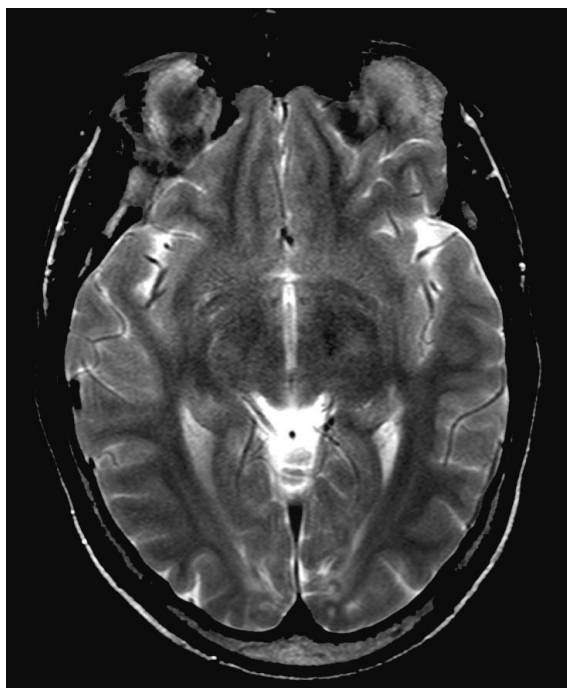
МРТ головы больного Ч. (21 год). Т2 ВИ аксиальная плоскость. Перивентрикулярно задним рогам боковых желудочков (затылочная доля) определяются симметричные зоны глиозных изменений неправильной формы
